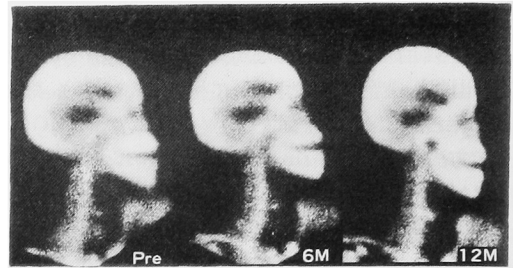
Effect of 1.25 (OH)₂D₃ pulse therapy on bone scintigram in 2° HPT patients (ineffective cases)
